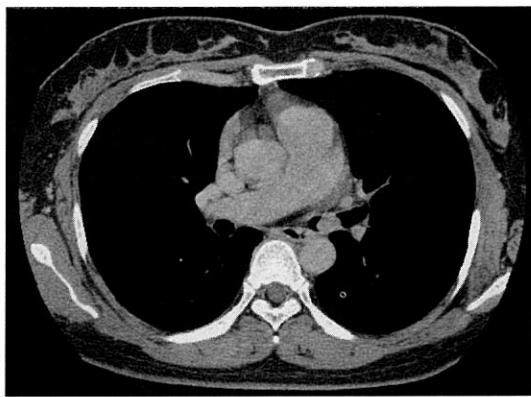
Chest CT showed about 1.3 cm sized, well defined round mass in the lumen of Lt. main bronchus without extraluminal extension.
